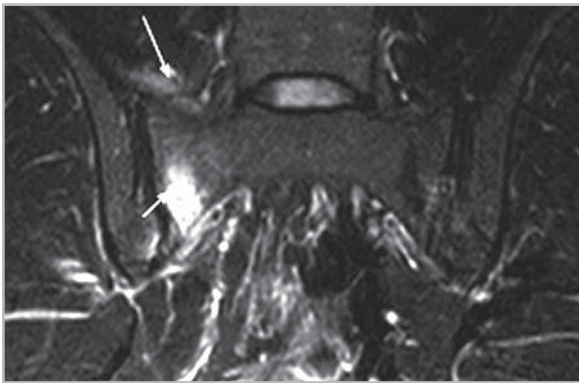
МР-томограмма в коронарной проекции в режиме T2-FS больного С., 27 лет. Диагноз – аксиальная спондилоартропатия (длительность болей в позвоночнике 15 мес.).
